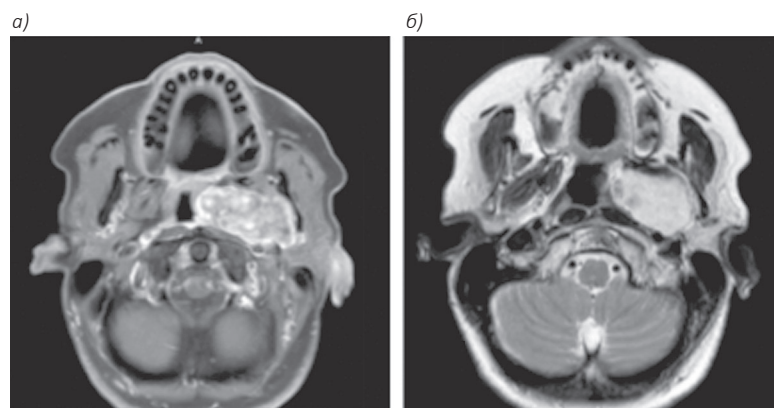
Аксиальная МРТ (а); аксиальная МРТ SPIR (б). Опухоль в левом парафарингеальном пространстве, смещающая ротоглотку медиально
